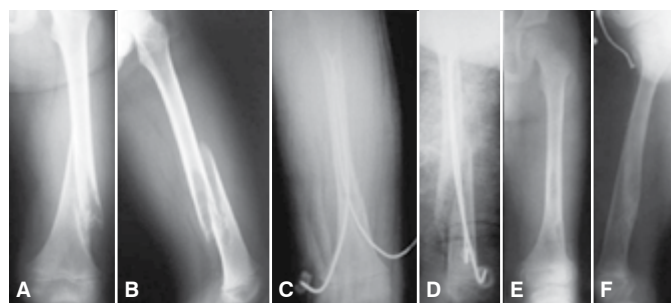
(A, B): Paciente do sexo masculino de 6 anos de idade, com fratura distal espiral oblíqua na região 1/3 do fêmur, que apresentou cisto ósseo simples. Radiografia pré-operatória em incidência anteroposterior e lateral; (C, D): Radiografia pós-operatória do mesmo paciente em incidência anteroposterior e lateral na primeira semana após a cirurgia; (E, F): Radiografia pós-operatória do mesmo paciente em incidência anteroposterior e lateral no terceiro ano após a cirurgia.
